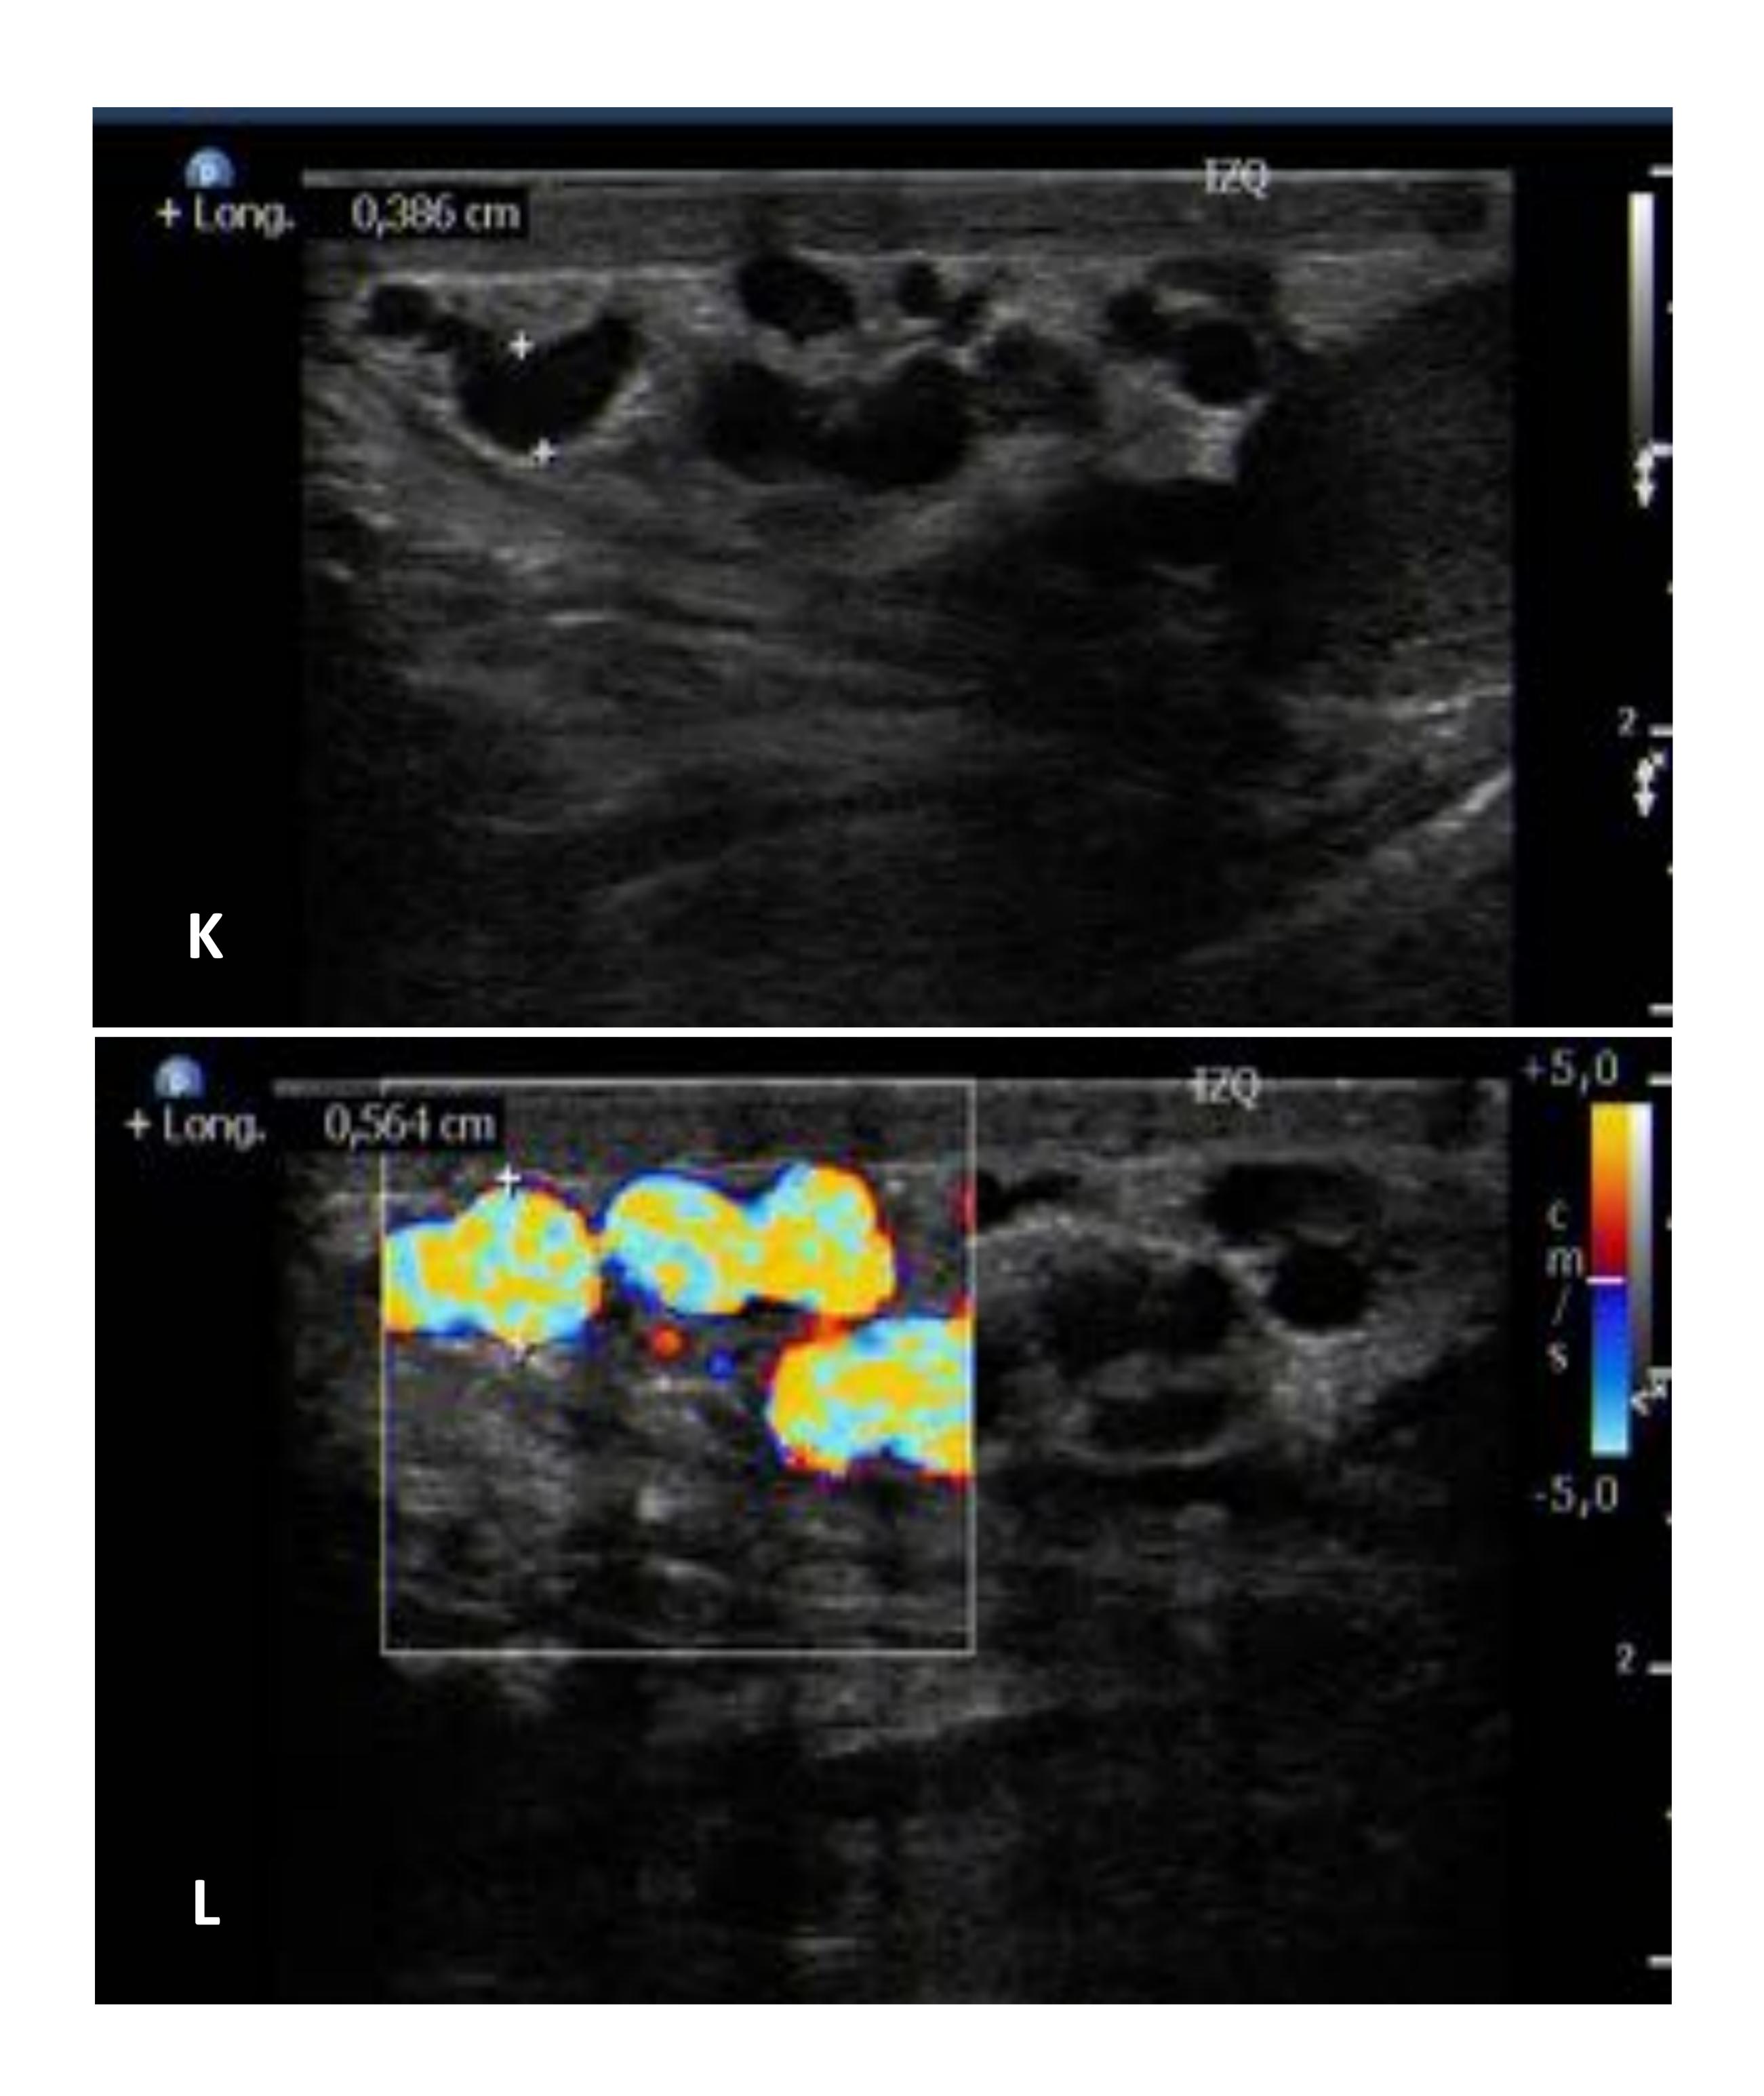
Varicocele grado I. K) Ecografía en escala de grises: Venas del plexopampiniforme dilatadas de hasta 4 mm. L) Doppler color: Aumento del flujo Doppler con maniobra de Valsalva.
